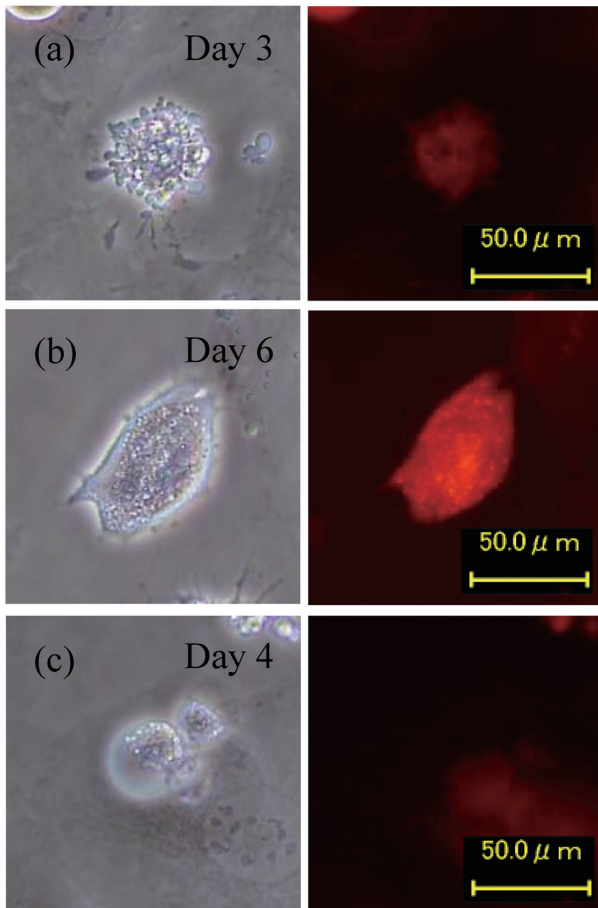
Radiation-induced programmed cell death (PCD) after exposure to a single dose of 10 Gy X-ray in U2OS-RFP-LC3 cells. (a) Radiation-induced type I PCD; apoptosis. Autophagosomes were seldom observed in apoptotic bodies. (b) Radiation-induced type II PCD; autophagy. Remarkable increase of autophagosomes was observed in dying cells. (c) Radiation-induced type III PCD; necroptosis. Autophagosome was not detected in swelling cytoplasm.
